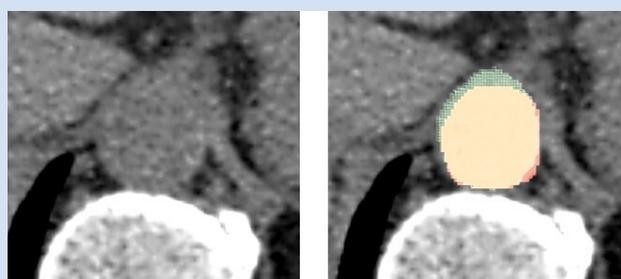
Пример ручной сегментации области интереса (аорта) на КТ-изображении в отсутствие контрастного усиления для DSC 0,76. Слева показано исходное изображение, справа – размеченное. Сплошным цветом показано пересечение масок. Параметры визуализации: аксиальная плоскость, ширина диапазона интенсивностей составляет 300 HU, центр диапазона равен +50HU
